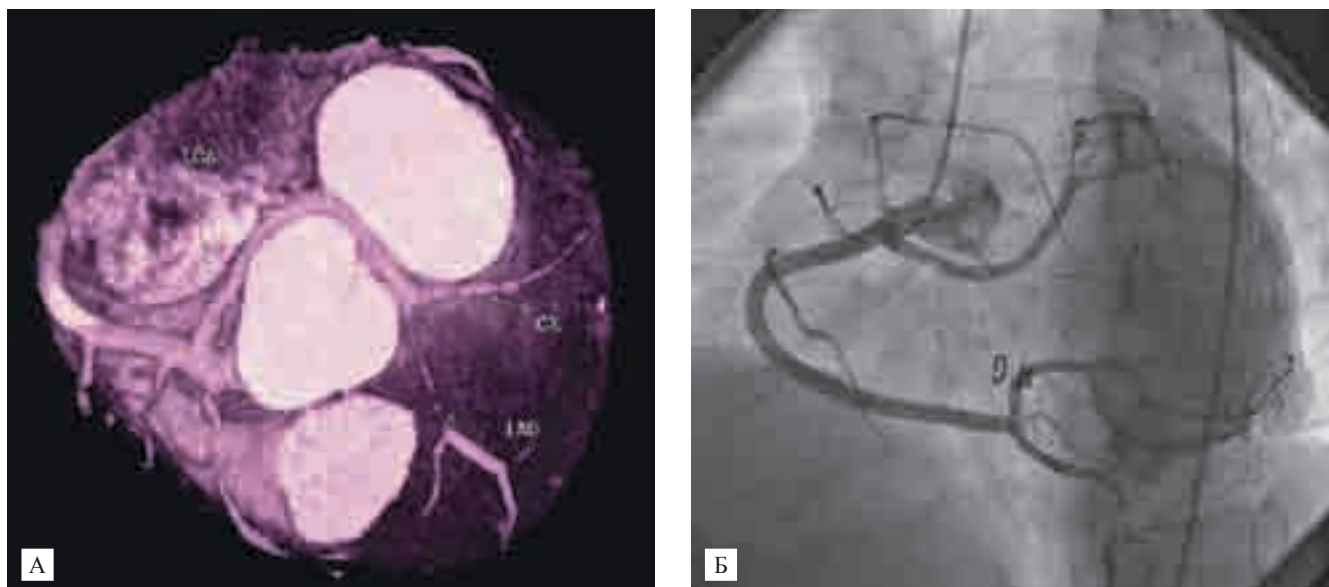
Аномальное отхождение левой коронарной артерии с наличием протяженного стеноза в среднем сегменте (А – МСКТ, Б – селективная коронарография)
